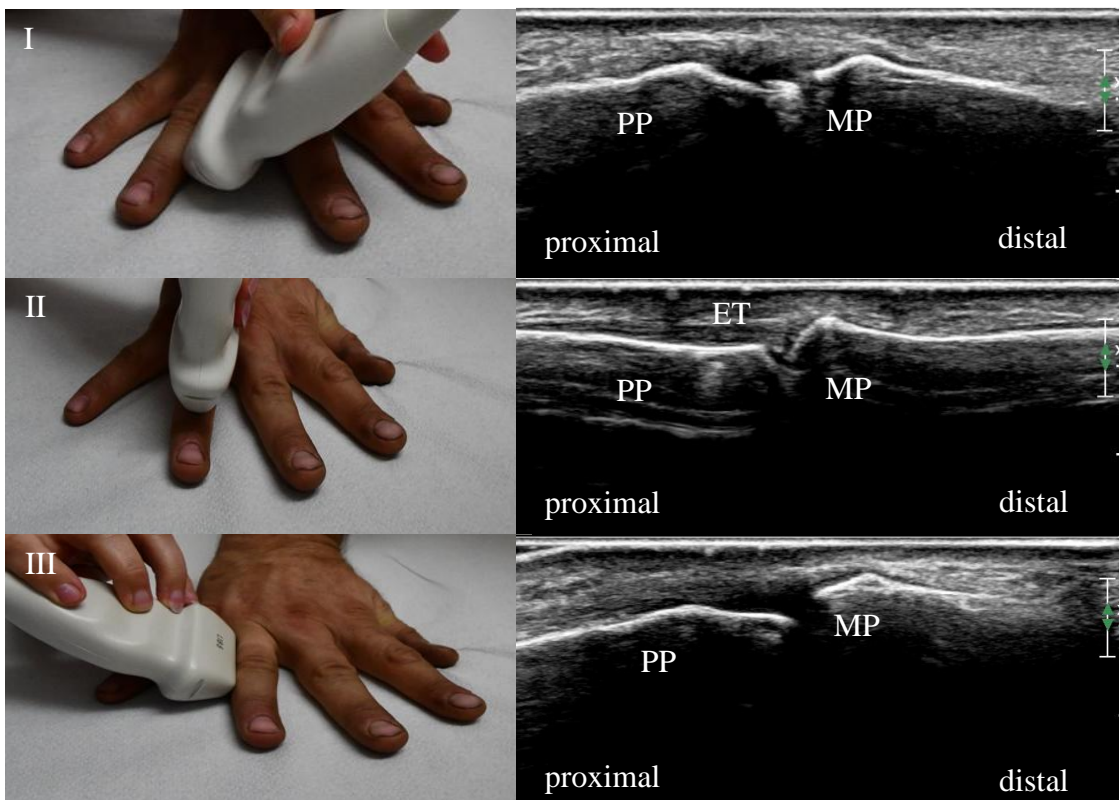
Darstellung der Schallkopfpositionen der Sonographie der proximalen Interphalangealgelenke (PIP) der Hand.
